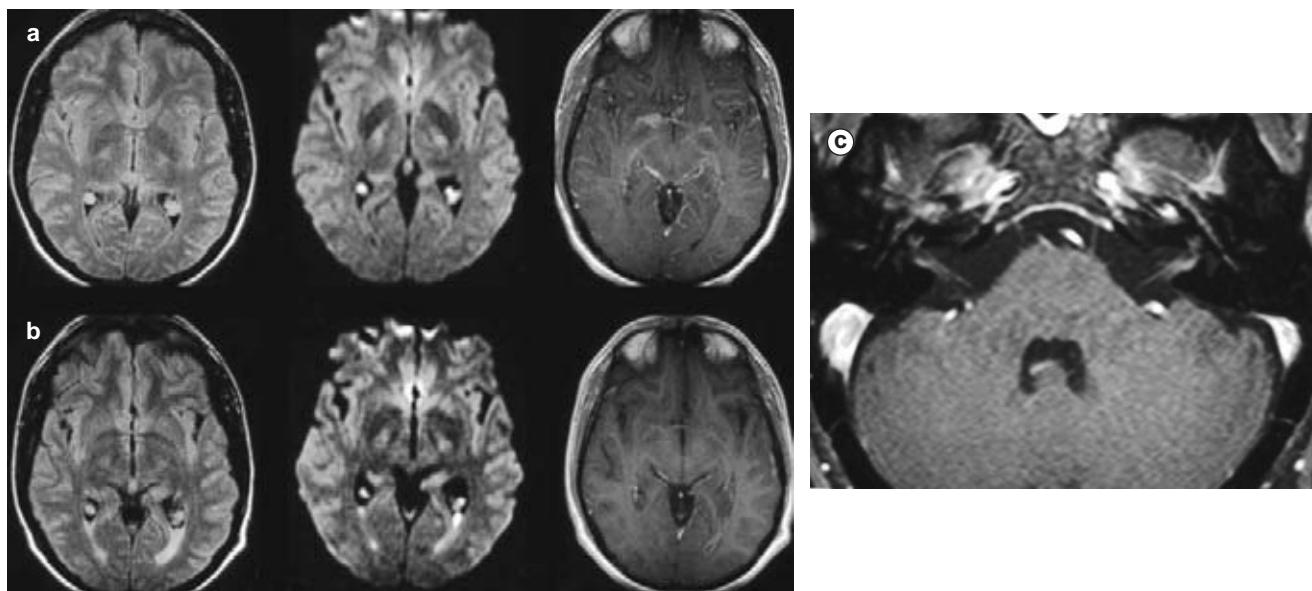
a. En la parte superior se aprecia la RMN de ingreso. A la izquierda y al centro secuencias en FLAIR y difusión respectivamente, de características normales. A la derecha secuencia T1 con gadolinio con reforzamiento meníngeo generalizado e hiperintensidad de las cisuras y cisternas. b. En la parte inferior se presenta la RMN posterior a la suspensión del esteroide. A la izquierda y al centro secuencias en FLAIR y difusión respectivamente con presencia de ependimitis en asta posterior del ventrículo lateral izquierdo. A la derecha secuencia T1 con gadolinio conservando reforzamiento ependimario y disminución del reforzamiento generalizado. c. RMN posterior a la suspensión del esteroide, en secuencia T1 con gadolinio (corte fino a nivel del puente). Se observa reforzamiento canalicular del VII nervio craneal bilateral.
